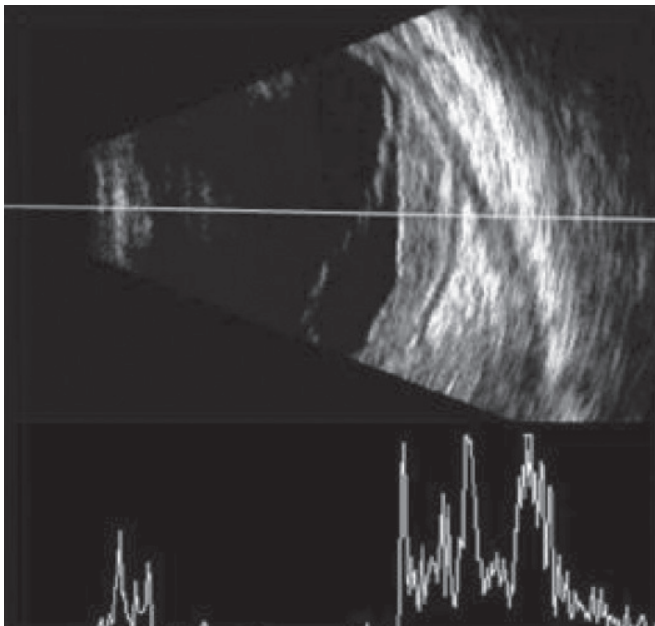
B-Scan ekografide yüksek reflektivitede solid kitleler halinde temas eden suprakoroidal hemoraji görünümü.
